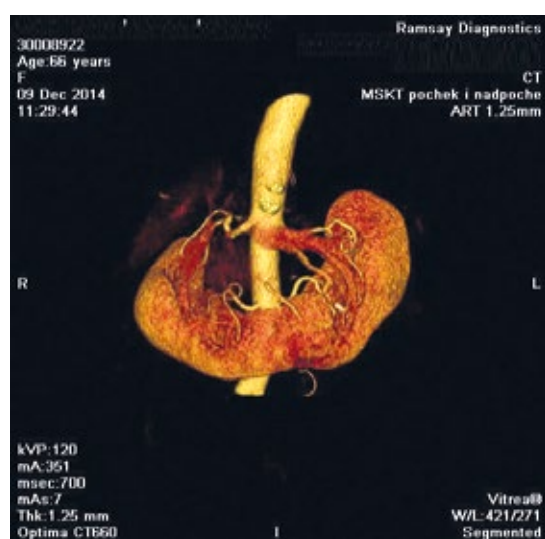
3-D реконструкция КТ-исследования у больной Б., 66 лет (вид спереди)
